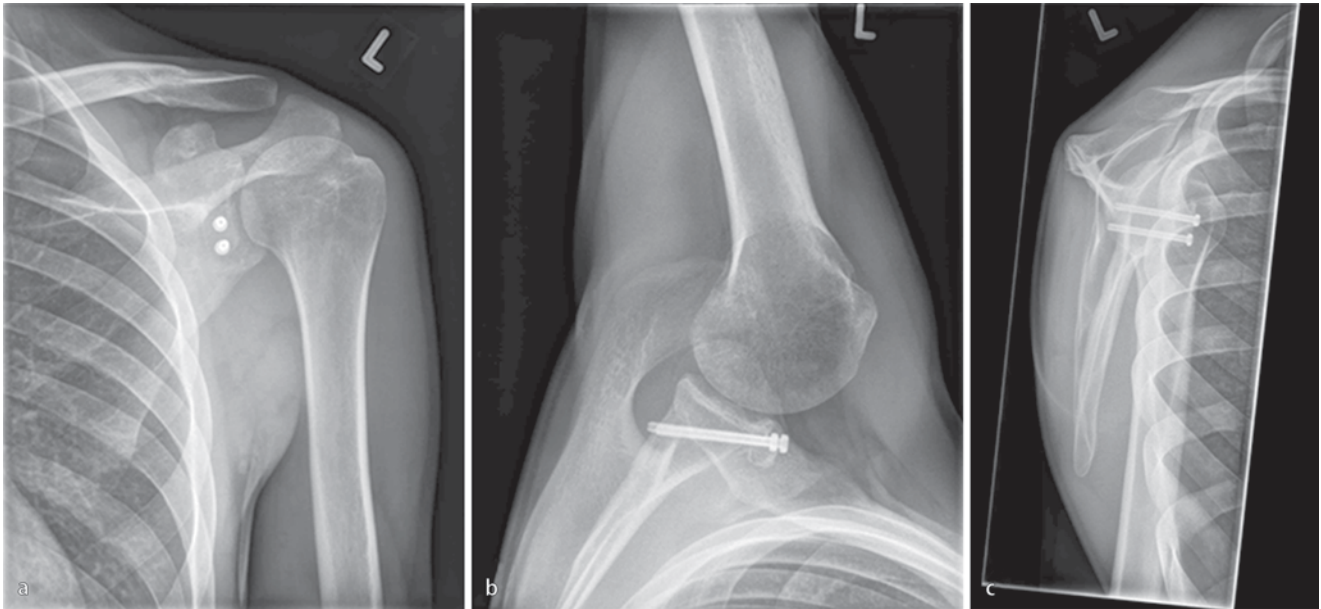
▲ Postoperative Röntgendarstellung nach arthroskopischem Korakoidtransfer in 3 Ebenen: a anterior-posterior, b axial, c Y-Aufnahme. Die Schrauben liegen parallel, schließen am dorsalen Skapulahals ab und das Korakoid liegt optimal vor dem ventralen Glenoid
